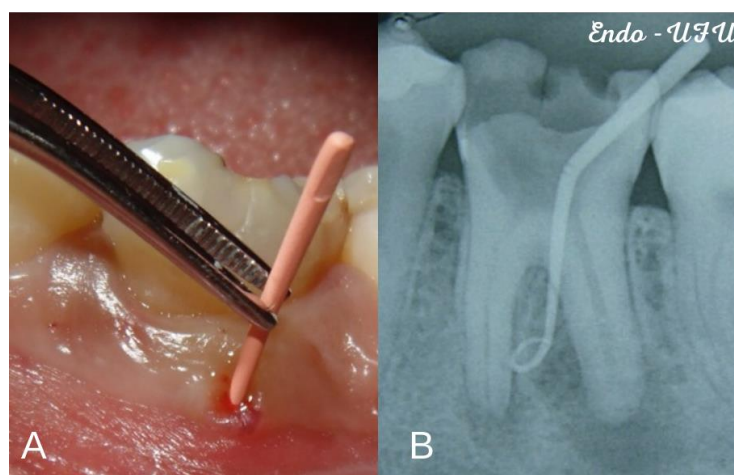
A. Inserção do cone de guta percha na fístula; B. Radiografia pós a inserção do cone.
